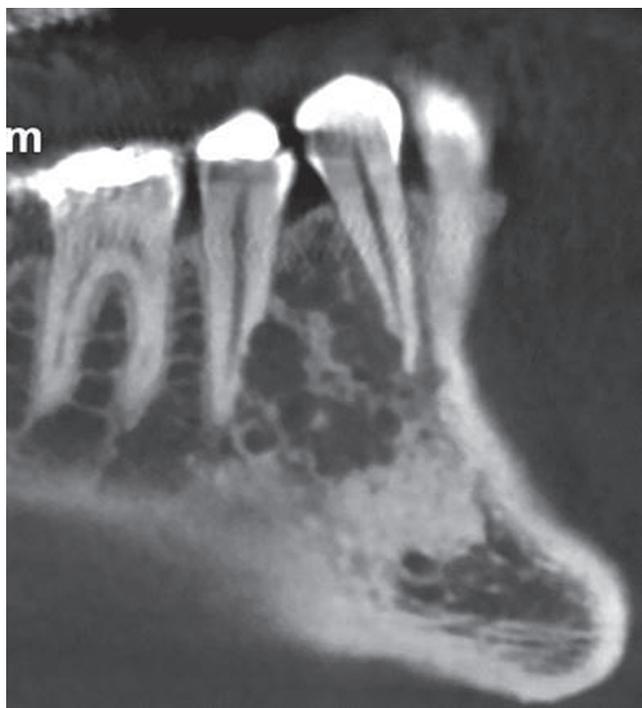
Améloblastome folliculaire mandibulaire. CBCT, reconstruction panoramique : petit processus multigéodique bien limité. Rhizalyses de 44 et 45 refoulées.
